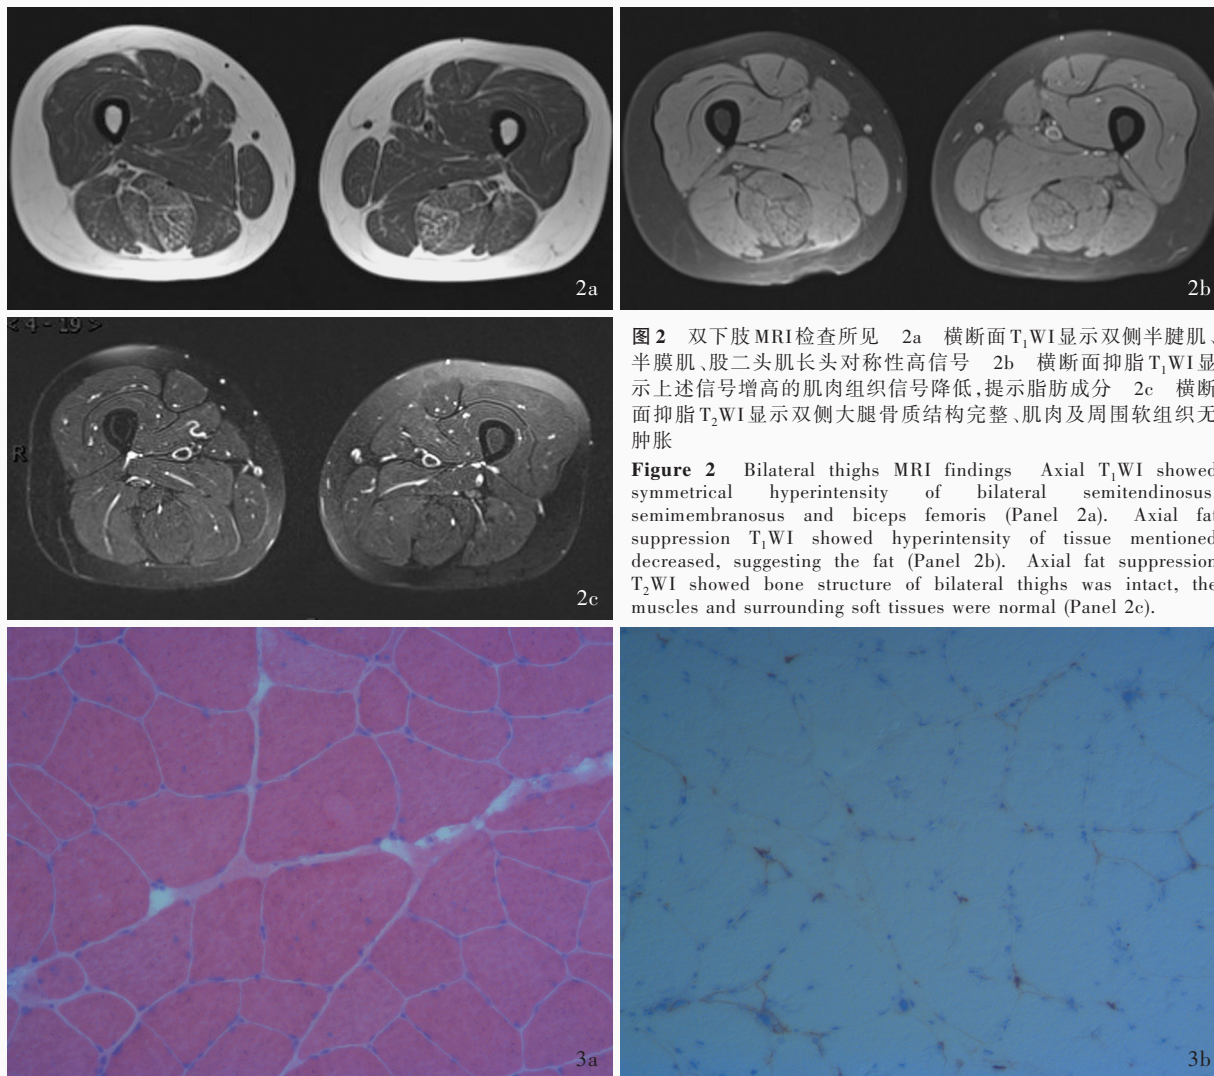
双下肢MRI检查所见 2a 横断面T₁WI显示双侧半腱肌、半膜肌、股二头肌长头对称性高信号 2b 横断面抑脂T₁WI显示上述信号增高的肌肉组织信号降低,提示脂肪成分 2c 横断面抑脂T₂WI显示双侧大腿骨质结构完整,肌肉及周围软组织无肿胀
